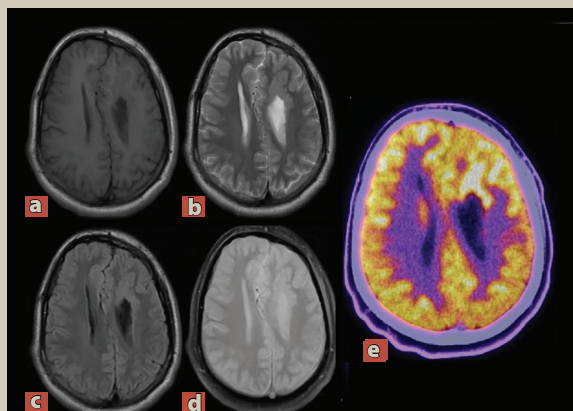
Imágenes axiales de la resonancia magnética potenciadas en T2 (a, b) e imágenes de ^{18}F -FDG PET en los mismos niveles de corte (c y d). El coregistro ^{18}F -FDG PET/RM (e) muestra asimetría de volumen de los hemisferios cerebrales y ventrículos laterales, así como agenesia parcial del cuerpo calloso, con aumento de captación del ^{18}F -FDG en lesiones nodulares periventriculares.
